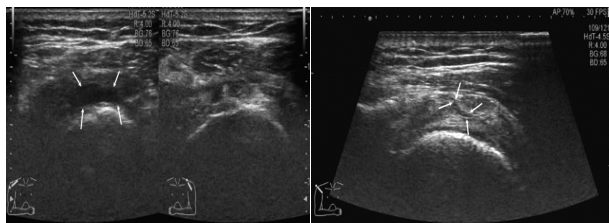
超声示右侧冈上肌腱内低回声(箭头示) 图 2 超声示右侧冈上肌腱缺损伴局部积液(箭头示)
